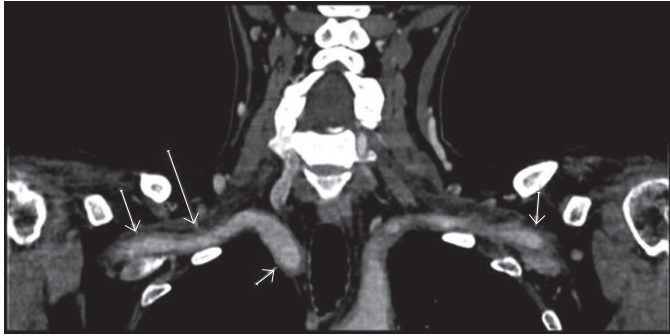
TC Grandes vasos del cayado aórtico y vasos del cuello. Se aprecia engrosamiento pared de subclavias (Flechas)
